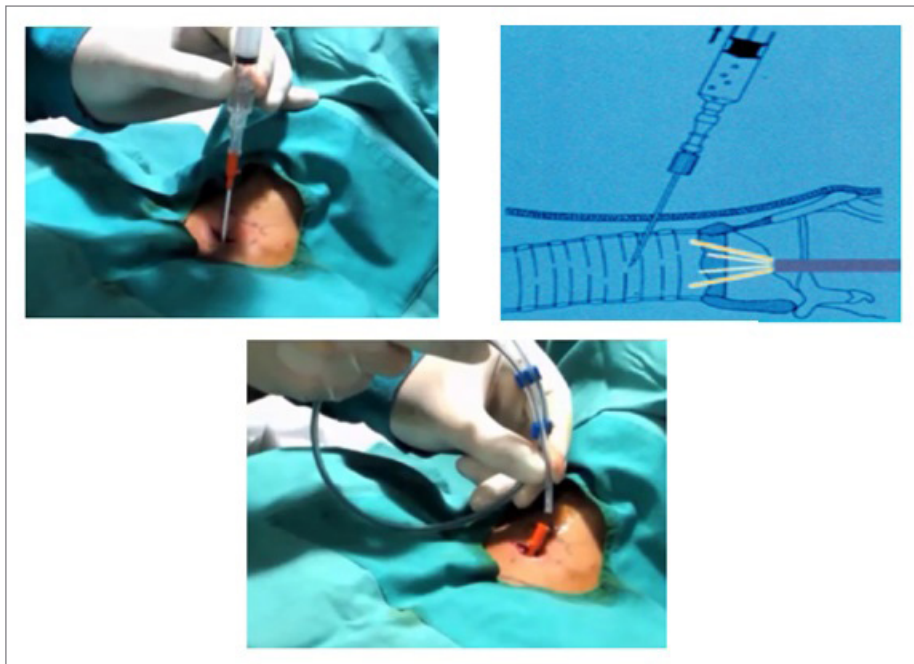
Infiltrasi anestesi lokal, identifikasi lumen trakea, insisi dan dilatasi tumpul daerah kutis dan subkutis: Setelah dilakukan identifikasi trakea pendahuluan, menggunakan jarum suntik ukuran 5ml berisi Lidokain di daerah yang diperkirakan sebagai daerah insisi (celah antara cincin trakea 2-3) digaris tengah. Jarum suntik berisi lidokain ditusukkan kemudian diinfiltrasi disubkutis 2-3 ml, kemudian sambil diinspirasi dilanjutkan penusukan ke arah trakea, trakea diidentifikasi saat didapatkan gelembung udara. Titik tersebut ditandai sebagai titik tengah insisi. Identifikasi awal trakea dapat juga dilakukan dengan bantuan alat bronkoskop atau USG (ultrasonografi). Insisi dilakukan horisontal sesuai garis kulit seukuran kurang lebih kanul trakeostomi yang akan dipasang (1-1,5 cm). Diseksi jaringan di bawah kulit dilakukan secara bertahap sampai jaringan subkutis dengan menggunakan klem bengkok berujung tumpul.
